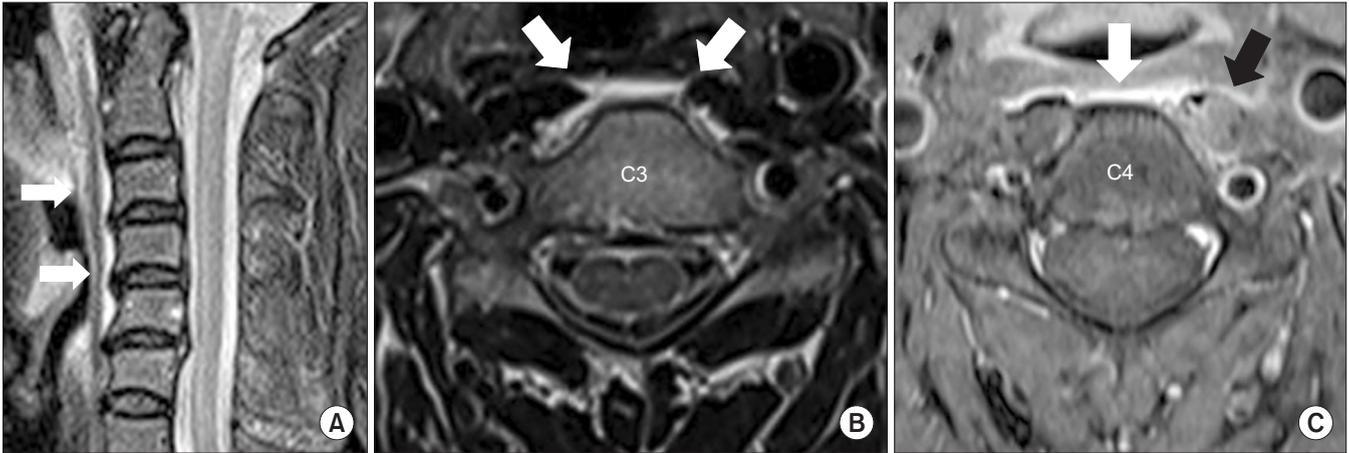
Prevertebral edema (white arrows) is observed in the retropharyngeal space from the C3 to the C5 level on sagittal (A) and axial (B) T2-weighted magnetic resonance images (MRI). An enhanced axial MRI (C) shows prevertebral edema without peripheral rim enhancement (white arrow) and diffuse enhancement of the longus colli (black arrow).
